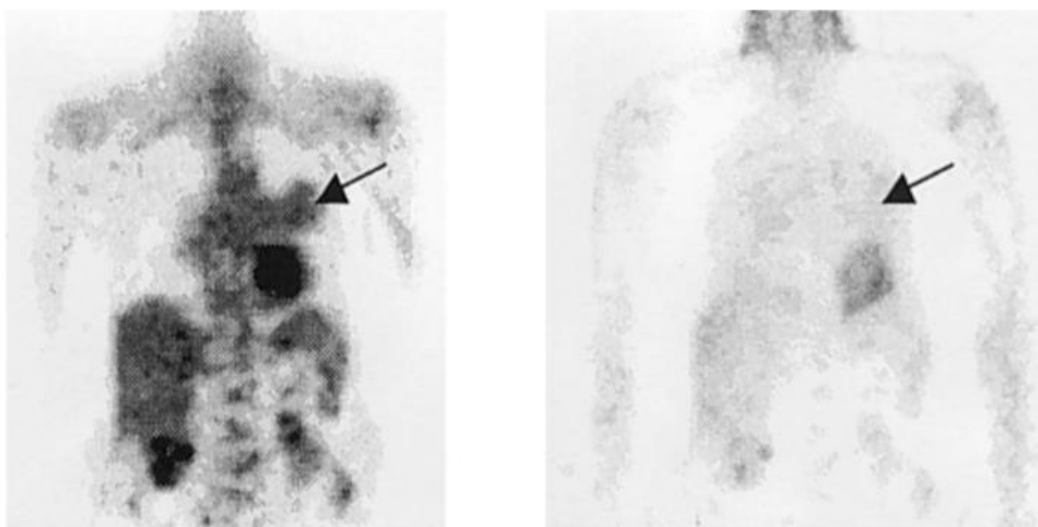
Obrazy PET jsou během rekonstrukce korigovány zejména kvůli zeslabení, rozptylu, náhodným koincencím a citlivosti detektorů. Velikost zrekonstruovaných voxelů je ve všech rovinách 3 – 4 mm (Boellaard et al., 2015, s. 341–342).
